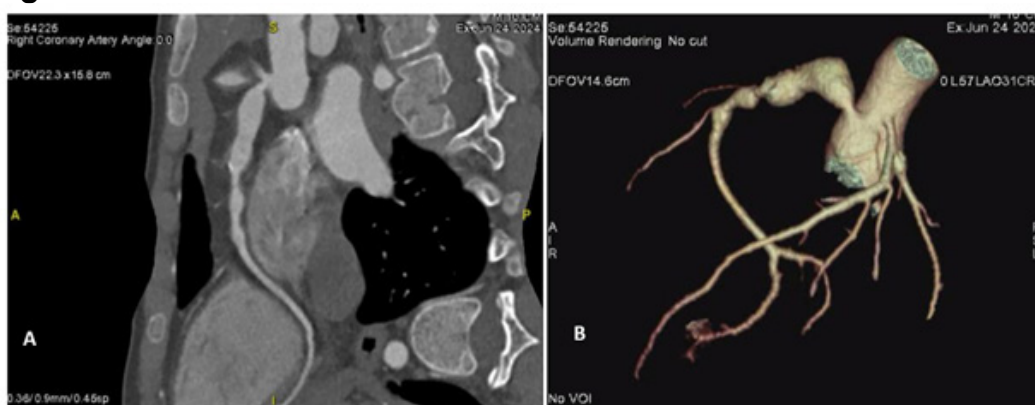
Angiotomografía coronaria.
